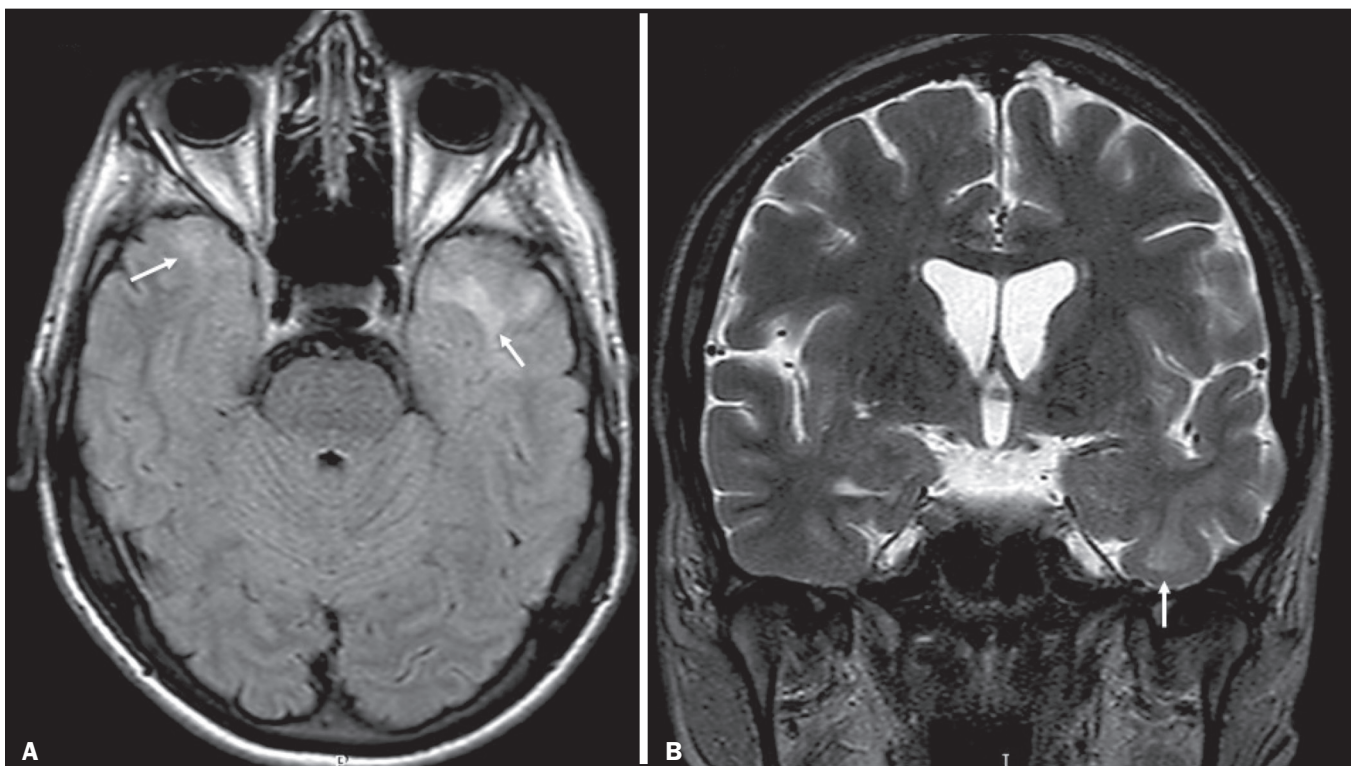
Distrofia miotônica tipo I. A: Axial FLAIR com hipersinal na substância branca dos lobos temporais. B: Coronal T2 mostrando área de hipersinal na substância branca dos lobos temporais. Na difusão não havia restrição.
